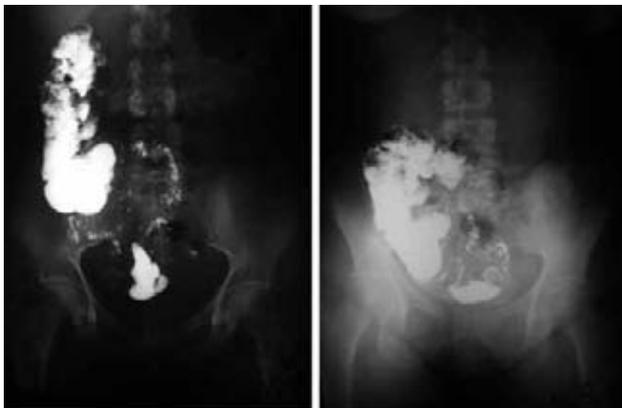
Cecografía que muestra la presencia de un ciego móvil tipo II.
